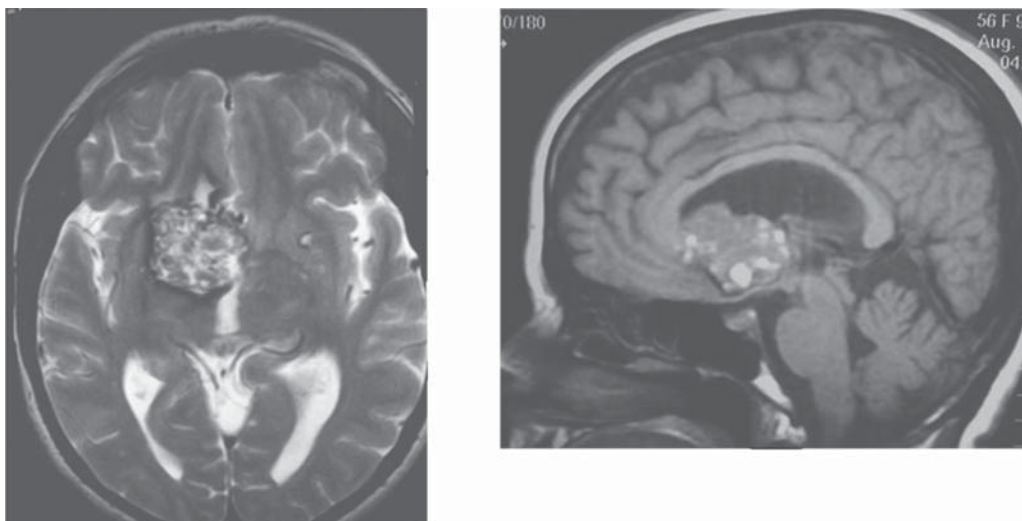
Resonancia magnética axial T2 y sagital T1 en lesión heterogénea frontal basal derecha con señales brillantes y oscuras que presenta productos de degradación de la hemoglobina.
